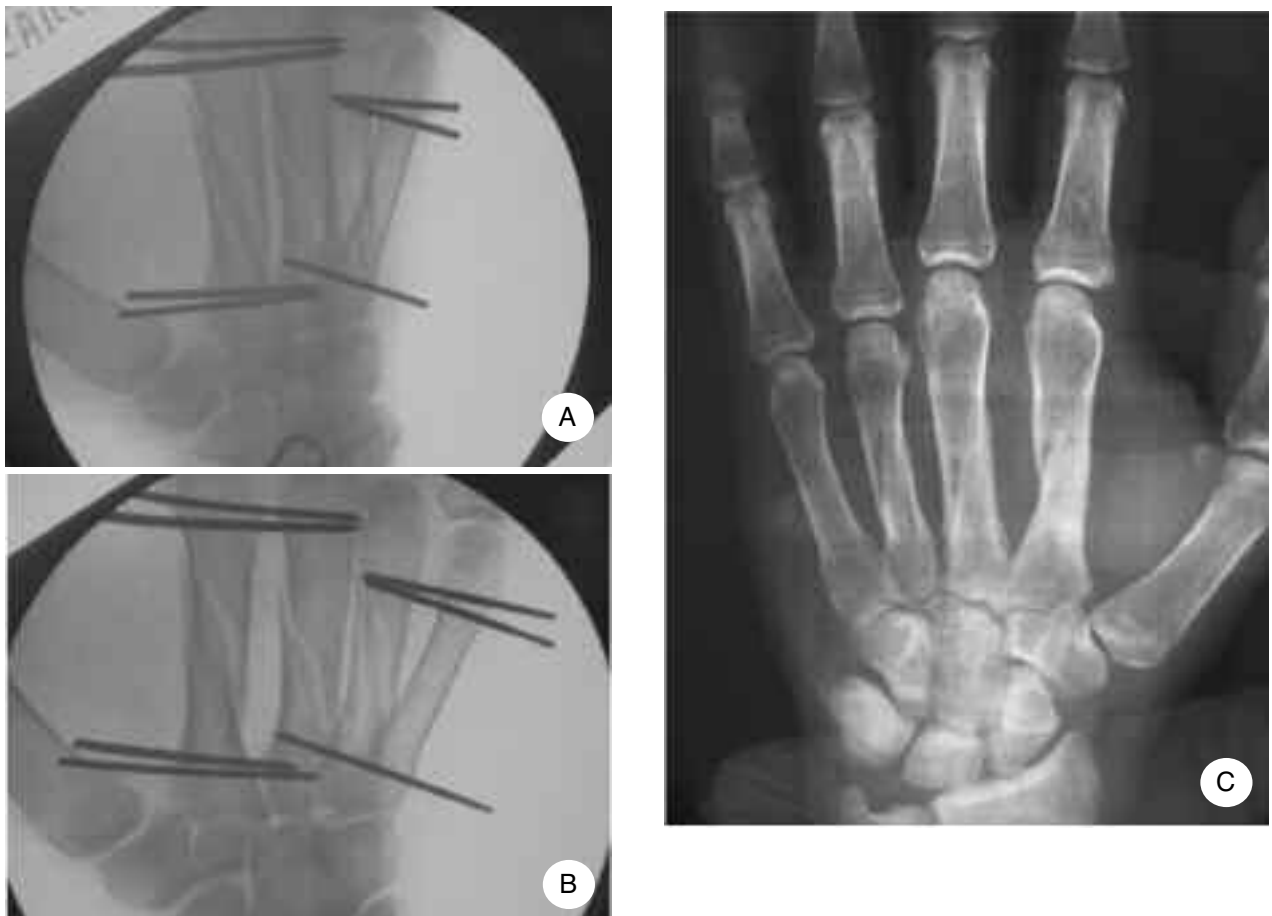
A) Proiezione obliqua intraoperatoria ampliscopica di osteosintesi per fratture multiple di 2°, 3°, 4° metacarpo; per il 4° metacarpo si è giudicata adeguata la stabilizzazione prossimale con 1 solo filo di K., essendo integro il 5° metacarpo, transfixo anche nella base del 3° metacarpo per stabilizzare ulteriormente le fratture di 2° e 3°; B) Proiezione a-p della precedente. Il filo prossimale per il 3° e 4° metacarpo crea un sistema coordinato di stabilizzazione dei raggi ulnari e radiali. L'apparecchio gessato è stato mantenuto 2 settimane; C) Il quadro radiografico a guarigione avvenuta (controllo a 8 mesi). Appare complessivamente rispettata la formula metacarpale.
